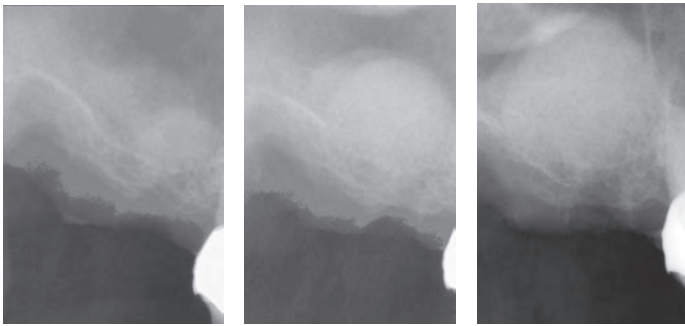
Внутри-операционный рентгенологический контроль области аугментации: введено 0,5 мл костного трансплантата
